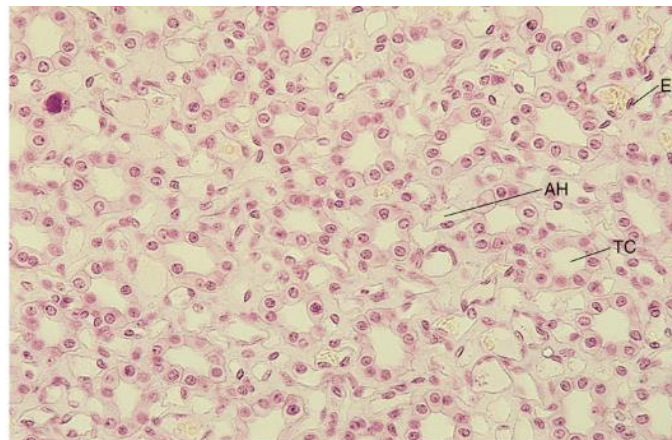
La médula renal muestra el epitelio cúbico simple de los túbulos colectores (TC) y el epitelio plano simple de las ramas delgadas del asa de Henle (AH) y las células endoteliales (E) de los vasos rectos. Se puede ver que el tejido conjuntivo es escaso y está constituido fundamentalmente por elementos vasculares ($\times 270$).
